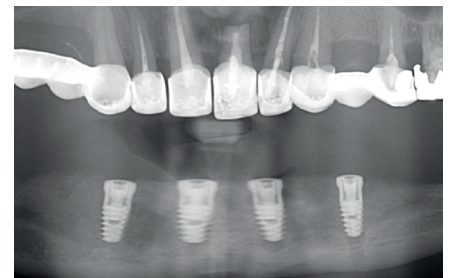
Erstes Panoramaröntgenbild
